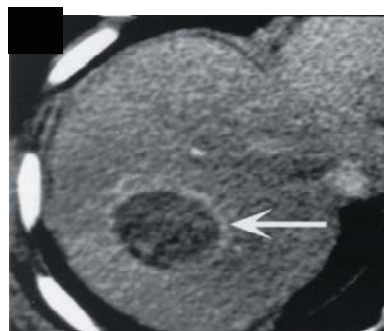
Axial arterial phase contact – enhanced CT image obtained 15 min after RFA.
